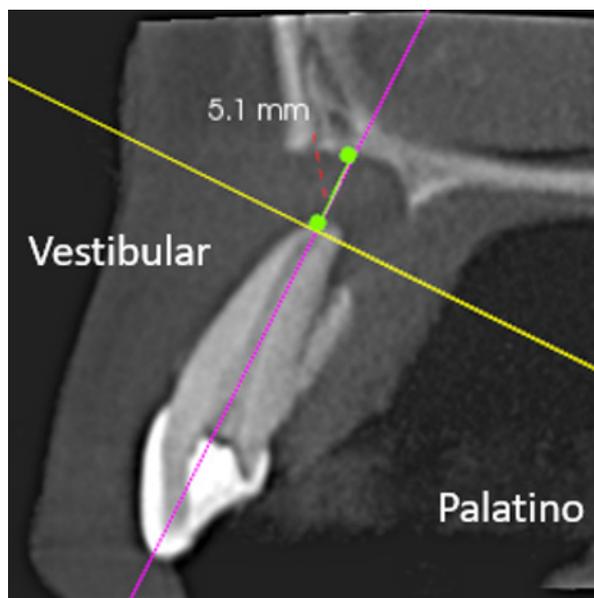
Reconstrucción de tomografía computarizada de haz cónico que muestra la medición de ancho de la lesión en el diente 23.
